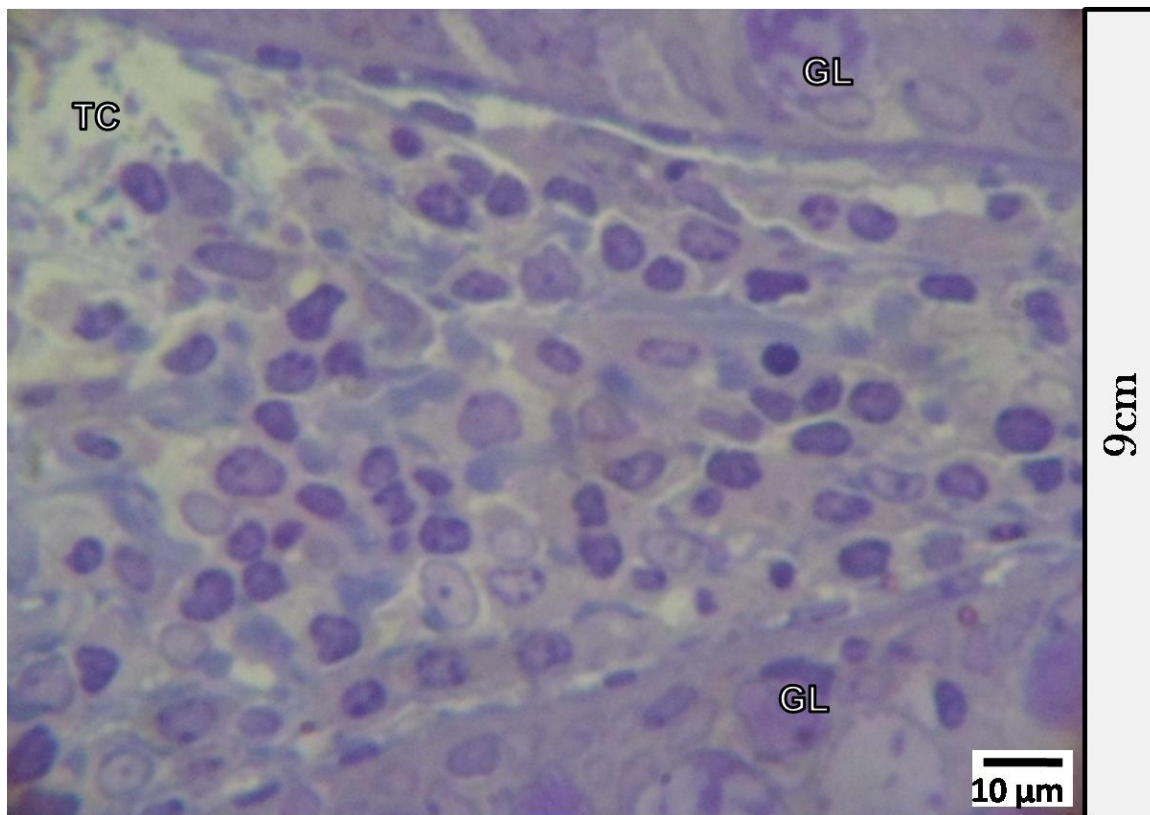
Corte longitudinal de mucosa de colon a 9 cm de el borde tumoral de paciente no tratado. Tejido conectivo (TC). Glándulas de Lieberkuhn (GL).
